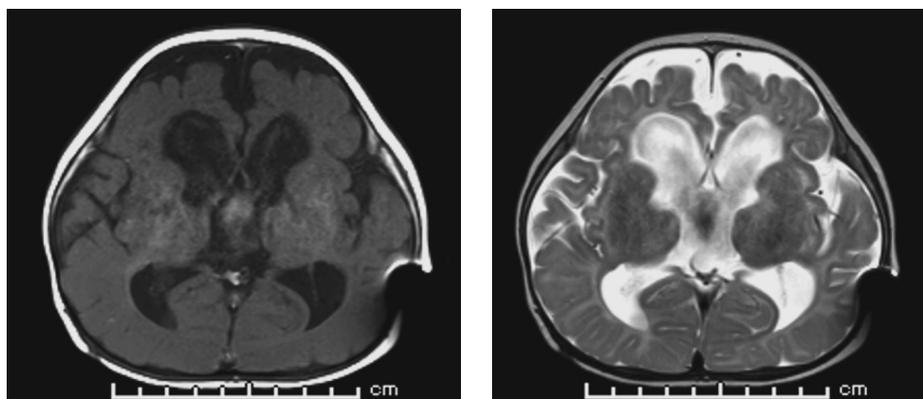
左: MRI T1WI 右: MRI T2WI
